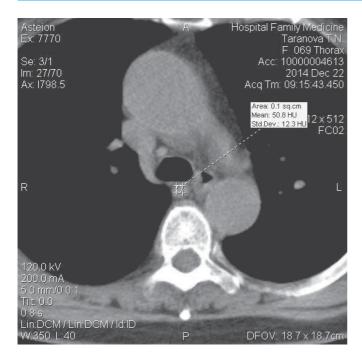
Аксиальный срез МСКТ больной Т. с денситометрическими показателями паратрахеального лимфоузла.
